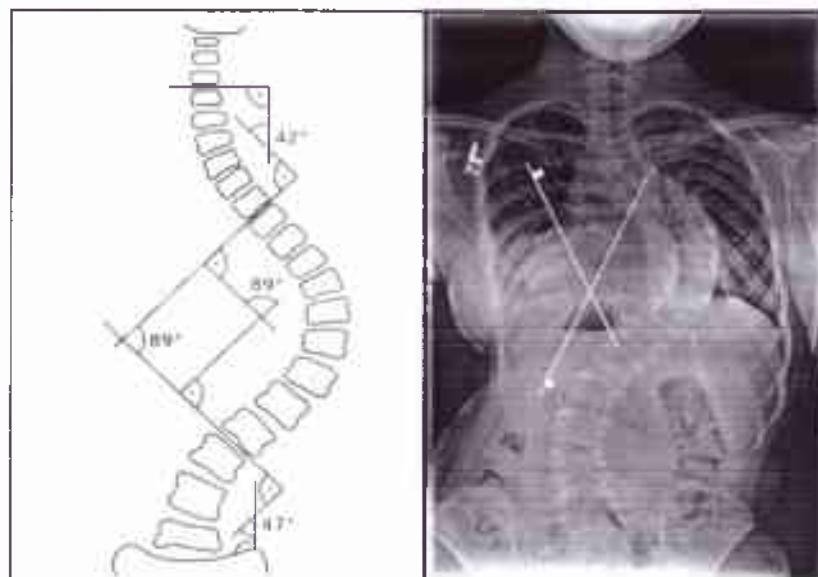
Вимір кута Кобба на рентгенологічному знімку
